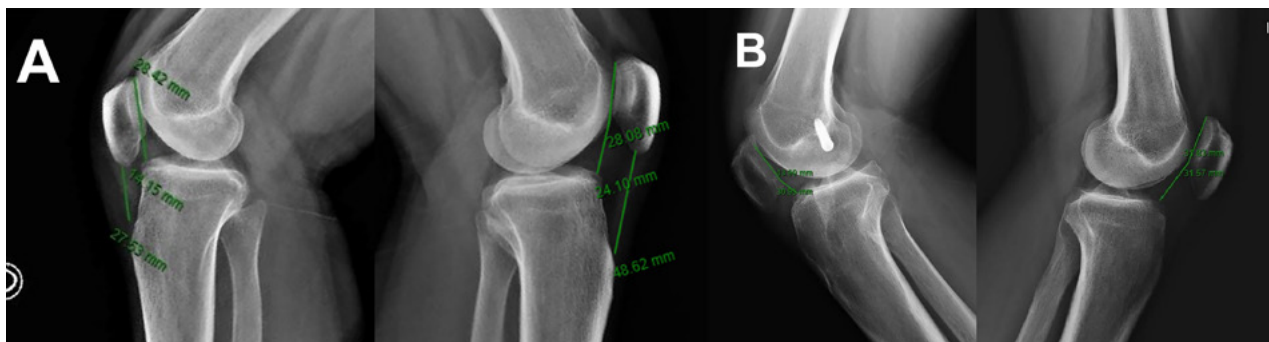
Radiografías de perfil de ambas rodillas para medición de la longitud del tendón rotuliano y cálculo del índice CD. A) Caso 1. B) Caso 2.
